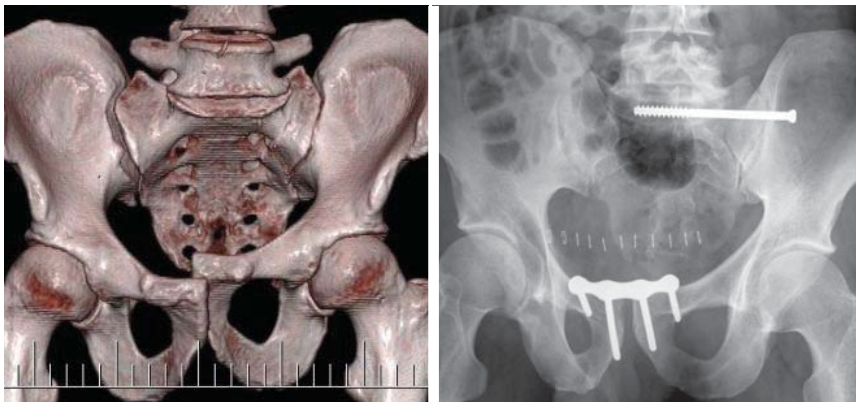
a 17.19.30. Relatívne stabilná kompresná zlomenina sakra a zlomenina všetkých ramienok lonových kostí s nestabilitou a posunom vľavo vzniknutá laterálnym násilím (AO B2.1) po autonehode u 20-ročnej spolujazdkyne. CT sakra je na obrázku 17.19.4 C. Najprv ošetrovaný predný segment dlahou Stoppovým modifikovaným prístupom a po otočení pacientky podvlečená neutralizačná dlahá na lopaty bedrovej kosti z dvoch rezov. Vpravo bola zlomenina ramienok stabilná – ponechaná na konzervatívnu liečbu.
